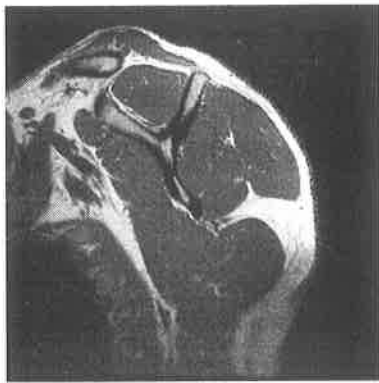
MRT Kontrollgruppe (Bsp.)
